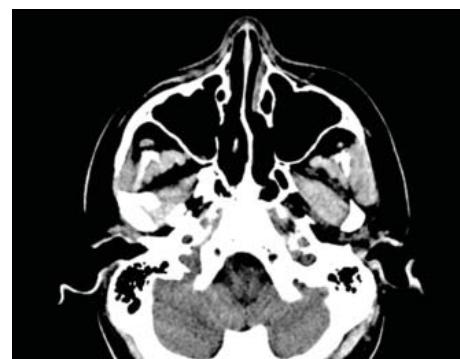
Tomografía de cráneo simple control postquirúrgico.
